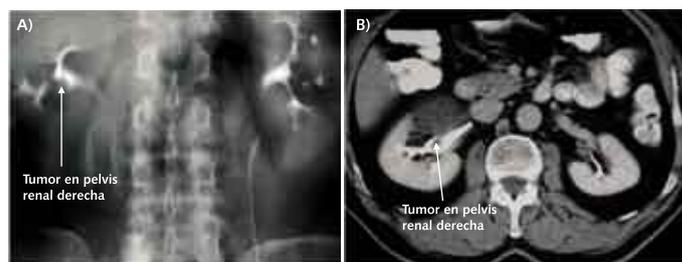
A) Urografía intravenosa con defecto de repleción en pelvis renal derecha. B) CT en fase excretora con tumoración píelica derecha.
